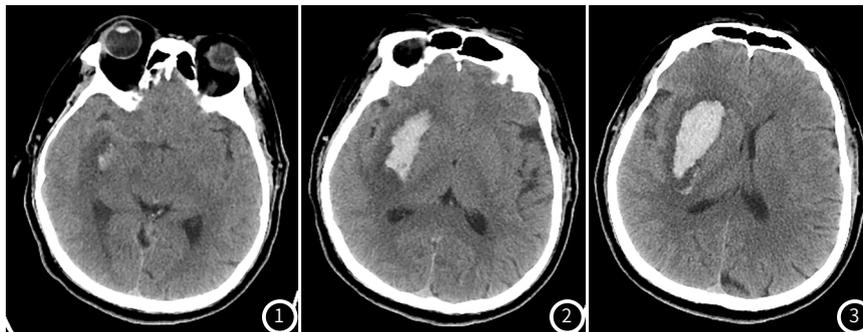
CT示右侧基底节区见团片状高密度影,边界清楚,密度均匀,大小约53mm×25mm,CT值约66HU。图2 周围见环形低密度影。图3 右侧侧脑室受压变窄,右侧脑沟较对侧变浅。
